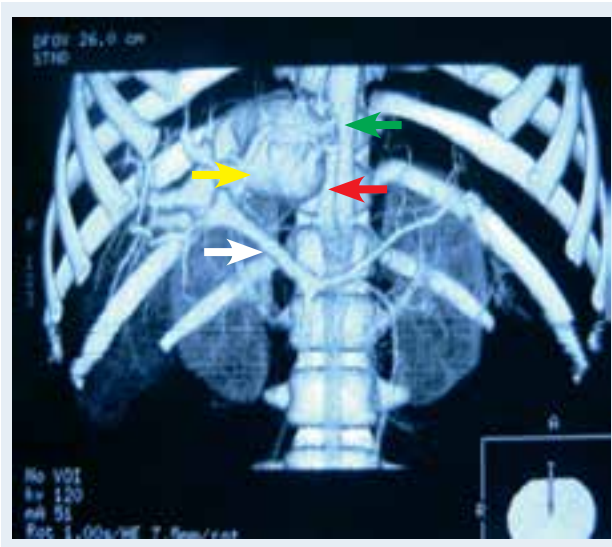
Компьютерная томограмма абдоминальной аорты.
